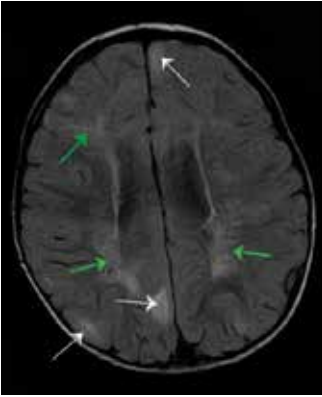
МРТ, аксиальный срез. Flair изображение. Гиперинтенсивные очаги в белом веществе (зеленые стрелки) в перивентрикулярном белом веществе, по ходу миграционных путей. Туберы (белые стрелки)
